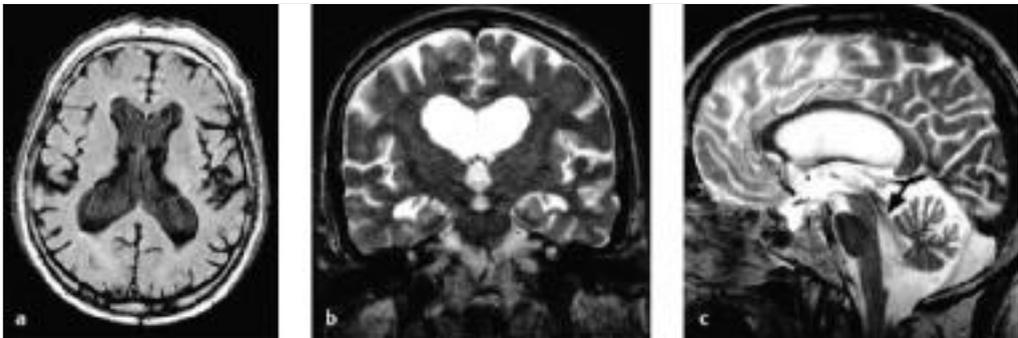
Normaldruck-Hydrocephalus („NPH“, kommunizierender Hydrocephalus), MRT-Aufnahme. Abgebildet sind eine T2-gewichtete transversale FLAIR-Aufnahmen (a), sowie koronare (b) und sagittale (c) T2-gewichtete Spinechoaufnahmen. Man erkennt eine Aufweitung der inneren Liquorräume, die verglichen mit dem Subarachnoidalraum überproportional weit sind. In der sagittalen Ebene (c) erkennt man durch Beschleunigung des Liquorflusses bedingte Signalauslöschungen im Aquädukt sowie in den angrenzenden Anteilen des dritten und vierten Ventrikels (Pfeil). Nach neueren Erkenntnissen aus MRT-Studien ist eine verstärkte Pulsatilität des Liquors bei Patienten mit NPH regelmäßig vorhanden. Die leichte Bildunschärfe entsteht durch Patientenbewegungen. Die Untersuchung von Patienten mit einem Normaldruck-Hydrocephalus wird aufgrund der demenziellen Symptomatik häufig durch eine schlechte Kooperation beeinträchtigt.
